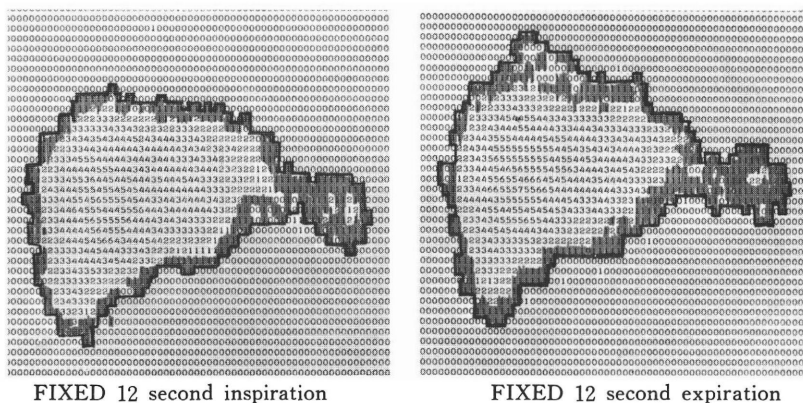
Comparison of the liver scintigrams (type writer displays) with breath-holding inspiration (left) and expiration (right). Note the difference in the shape of these scintigrams.
